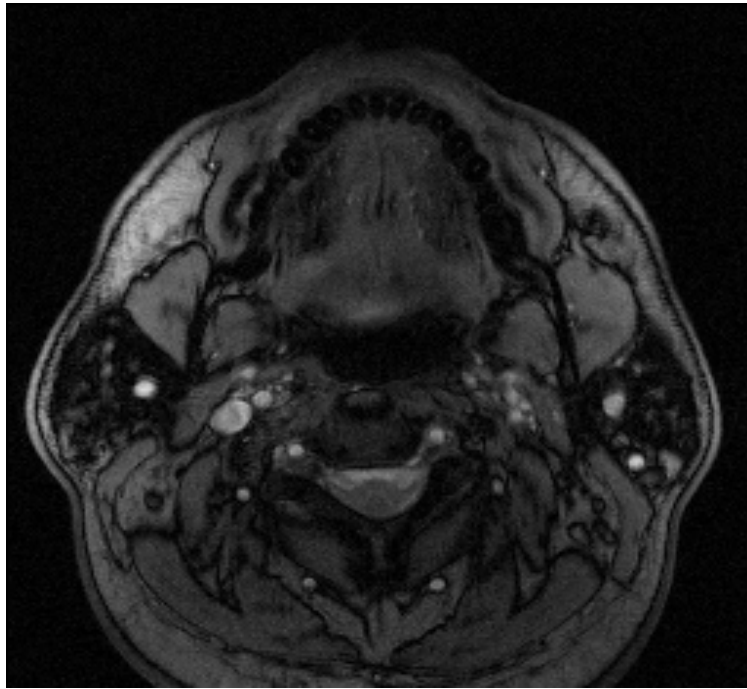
Sialadenose bei einem 37 jährigen Patienten im MRT
